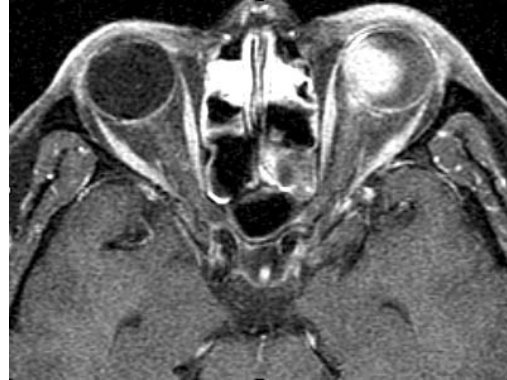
The magnetic resonance imaging shows a 1.5 cm sized well demarcated mass lesion in the left orbital cavity.
